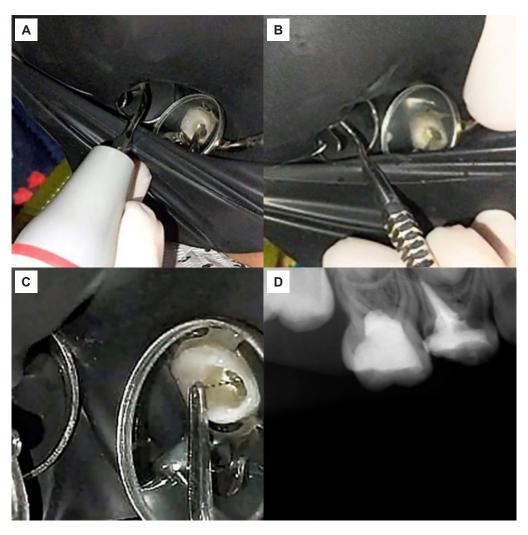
Extracción del instrumento fracturado. A) Empleo del ultrasónico dental UDS-E LED con punta ultrasónica P3. B) Empleo de cureta Maillefer n.º 45-46. C) Extracción del léntulo con pinza mosquito. D) Radiografía donde se observa extracción del instrumento.
